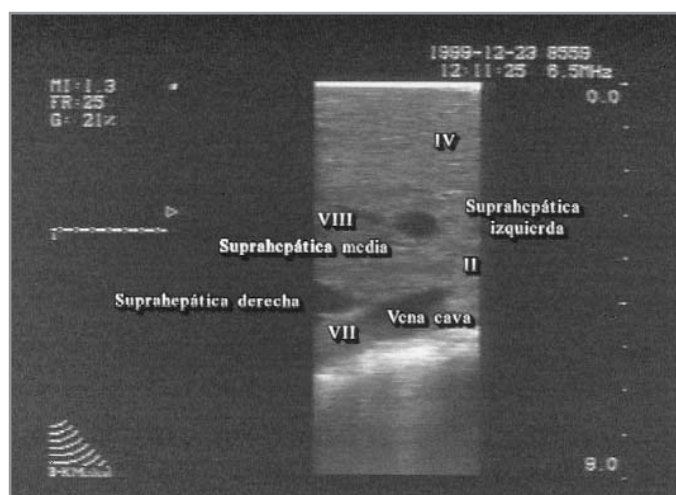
Ecografía intraoperatoria. Suprahepática derecha y media. Segmentos 2, 4, 8 y 7.
